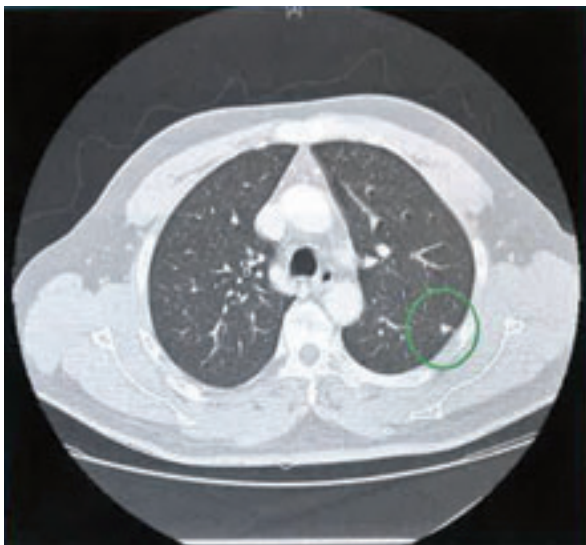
Imagen de la TAC torácica con micronódulos pulmonares
